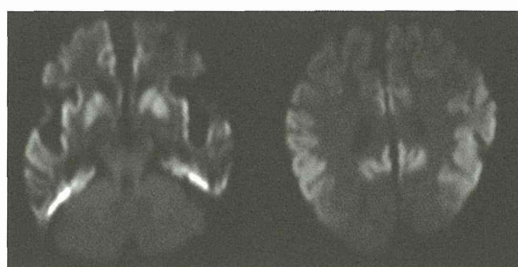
入院1年後の頭部MRI(拡散強調画像) 両側尾状核と被殻、両側大脳皮質が高信号を呈している。後頭葉は比較的保たれている。脳幹と小脳に異常所見は認めない。
